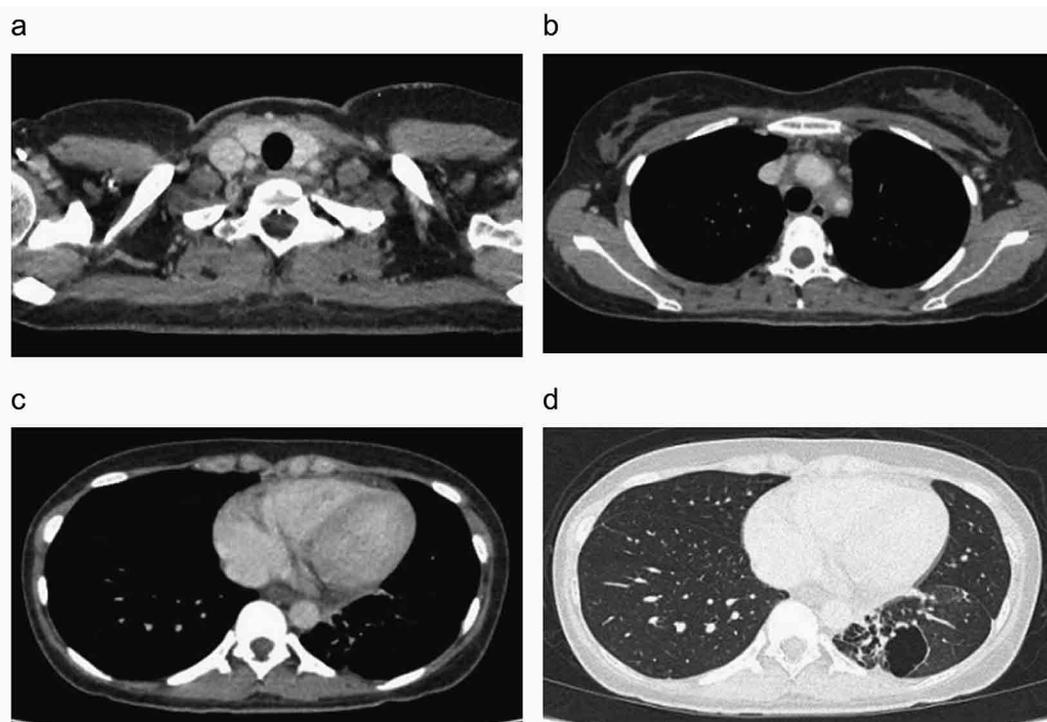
クリゾチニブ開始後78日目の胸部CT：(a, c, d) 鎖骨上窩と縦隔リンパ節，左下葉腫瘍は著明に縮小した。(b) 左腕頭静脈から上大静脈内の血栓は縮小した。
